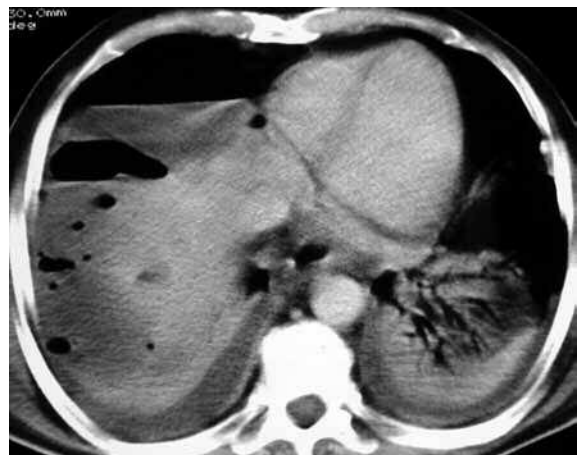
Absceso subfrénico. TC: imagen hidroaérea en relación con absceso posquirúrgico.
